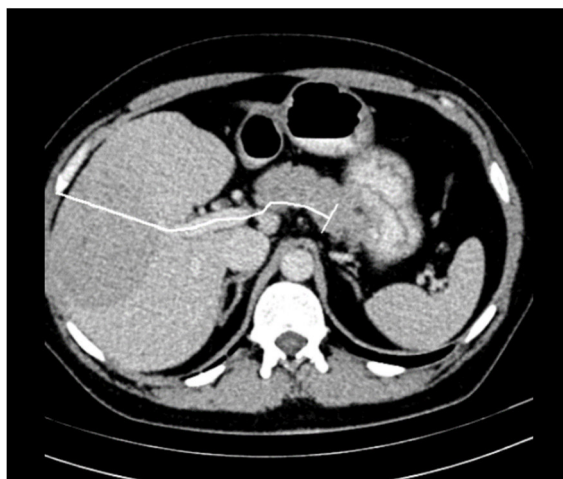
CT preoperator. Tumoră S VI-VII-VIII-IV
